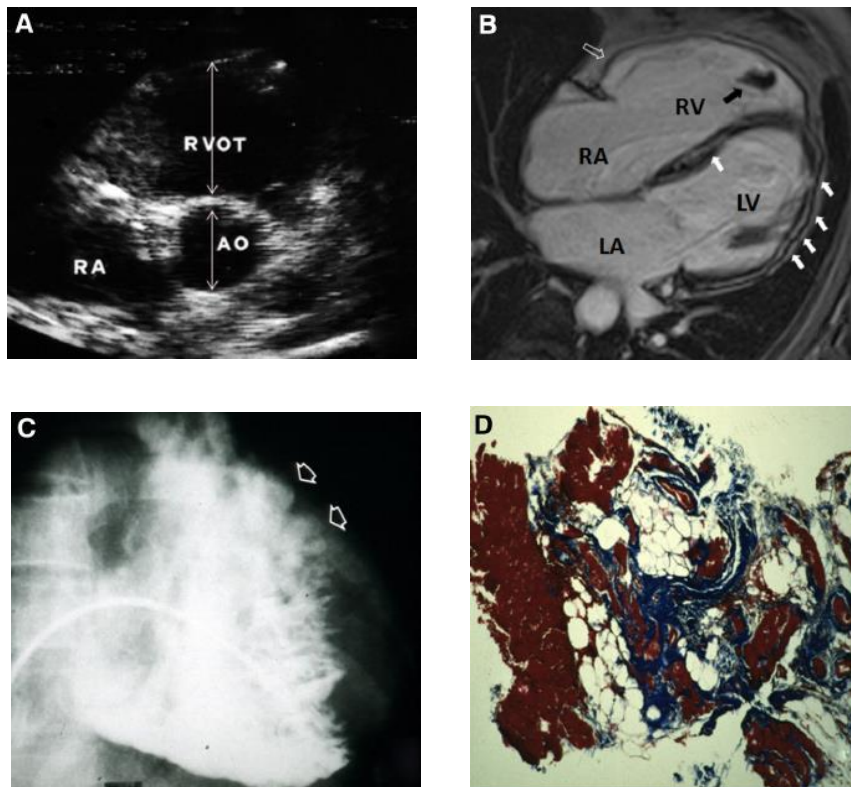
Características imagiológicas da miocardiopatia arritmogénica; a) ecografia bidimensional, revelando dilatação da via de saída do VD; b) RM pós-contraste durante a diástole que demonstra dilatação biventricular e diminuição da espessura da parede, com evidência de um trombo no ápice do VD (seta preta), área de convexidade na região peri-tricúspide (seta branca vazia) e uma região intramiocárdica contrastada devido à área de cicatriz envolvendo a parede livre do VE e região septal (setas brancas); c) angiografia que revela abaulamento do VD; d) biópsia endomiocárdica que exibe perda de miócitos com reposição fibroadiposa. Adaptado de Corrado *et al* (19).
